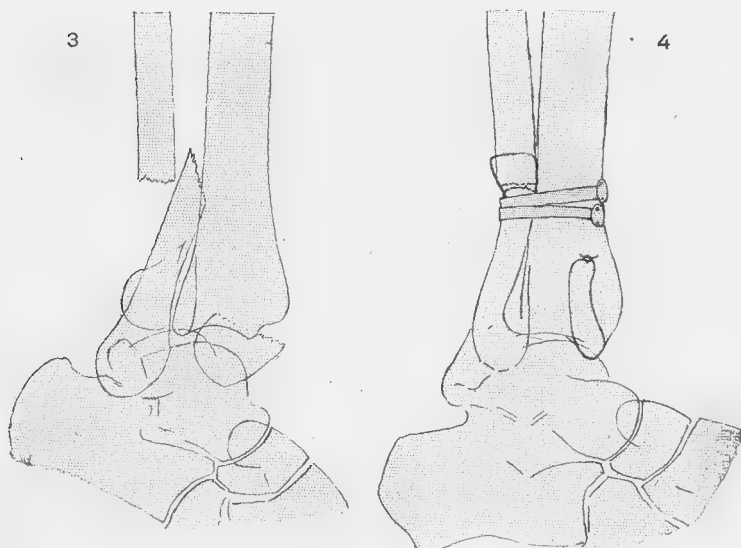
Résultat opératoire (calque des radiographies).
